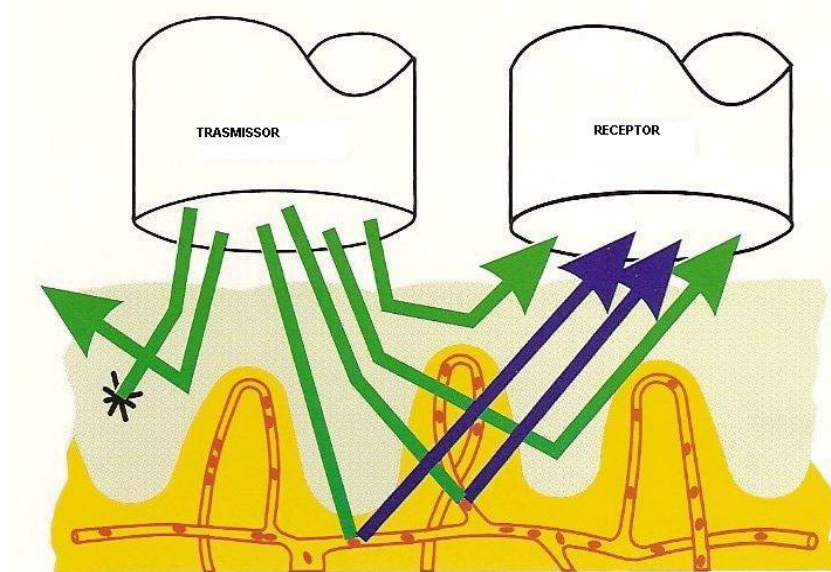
Mostra o efeito Doppler: Quando a luz incide nas células sanguíneas em movimento, ela sofre uma mudança no comprimento de onda.
